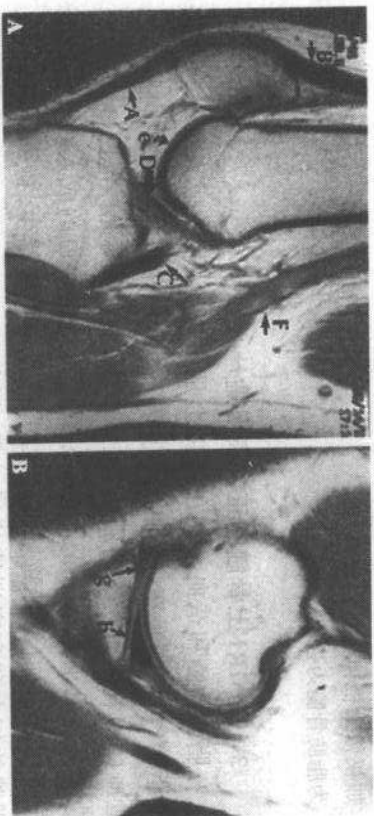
A和B, 是正常膝关节 MRI。图中 A = 髌肌腱; B = 股四头肌; C = 后交叉韧带; D = 前交叉韧带; e = 关节软骨, 远端股骨; F = 膈血管; g = 内侧面半月板前角, h = 内侧面半月板后角
